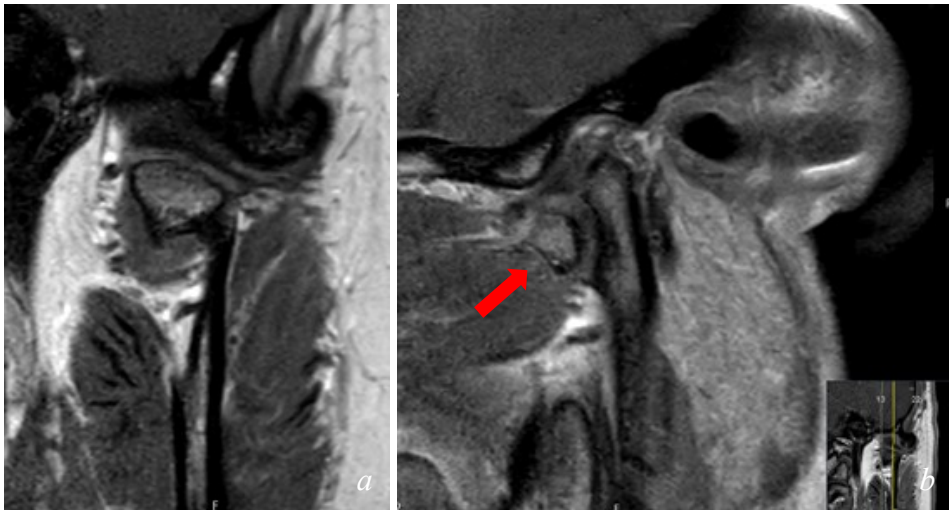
(a, b): Fall 2. MRT-Aufnahme (T1-Wichtung, a: coronar, b: sagittal) einer Typ-B-Fraktur nach KT bei Mundöffnung. Deutlich sichtbar ist die anterior-mediale Verlagerung des kleinen Fragments, das am M. pterygoideus gestielt ist.
